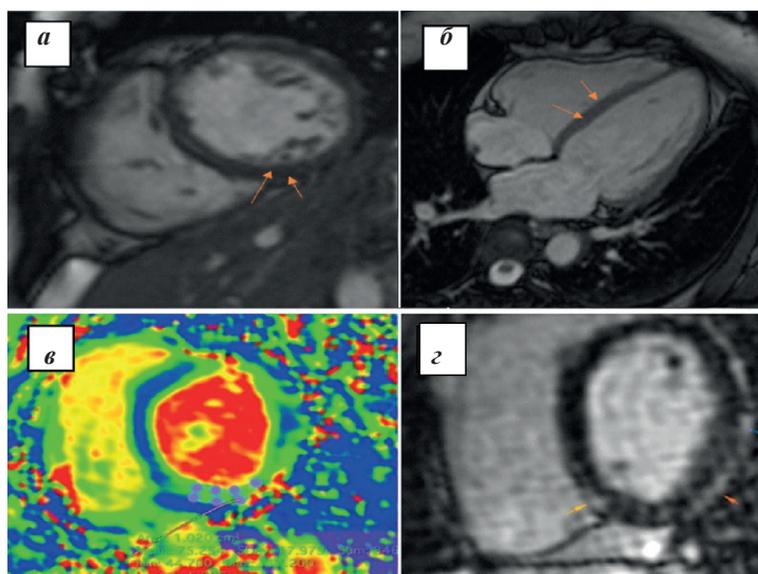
Данные магнитно-резонансной томографии у больных с аритмическим вариантом постковидного миокардита: а - признаки повышенной трабекулярности миокарда левого желудочка (ЛЖ), субэпикардальное накопление гадолиния по задне-боковому сегменту ЛЖ; б - локальное интрамиокардиальное накопление гадолиния по передне-перегородочному сегменту; в - отек миокарда по задней стенке ЛЖ; г - карта T2, отек миокарда по задней стенке ЛЖ.
